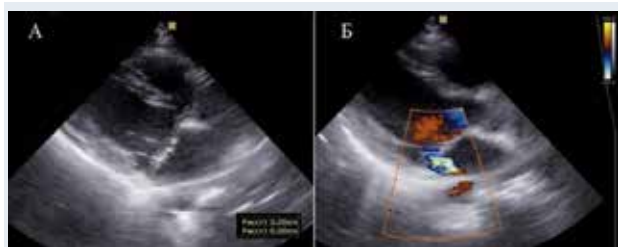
Эхокардиограмма пациентки С. в систолу.
